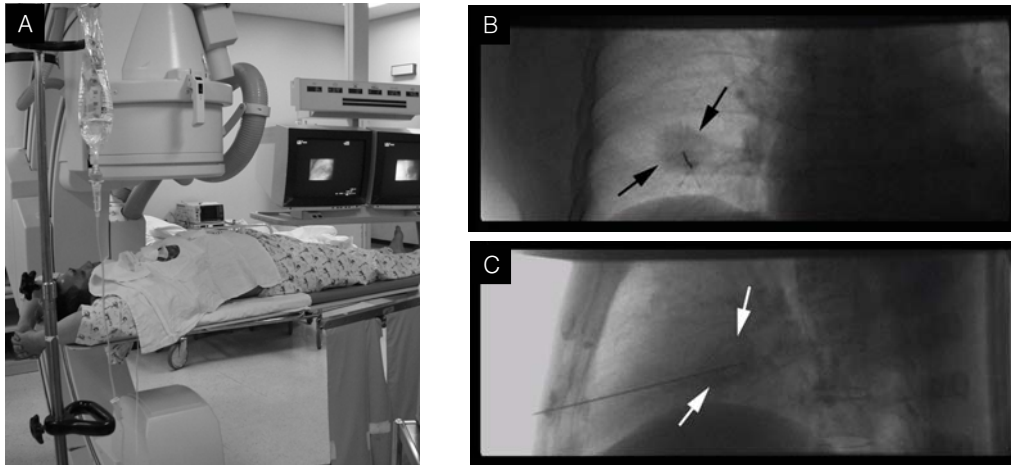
Fluoroscopy-guided transthoracic needle biopsy for a hamartoma.
